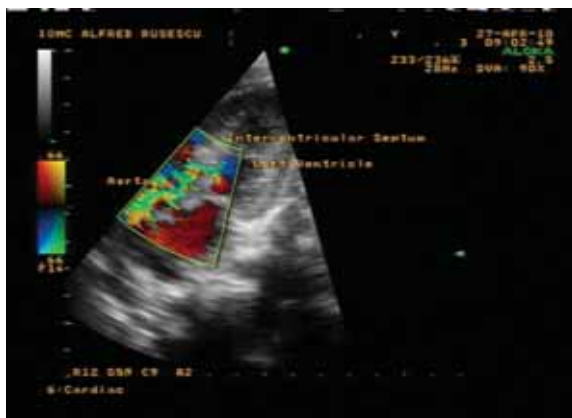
Ecocardiografie la a doua evaluare (aprilie 2010)
